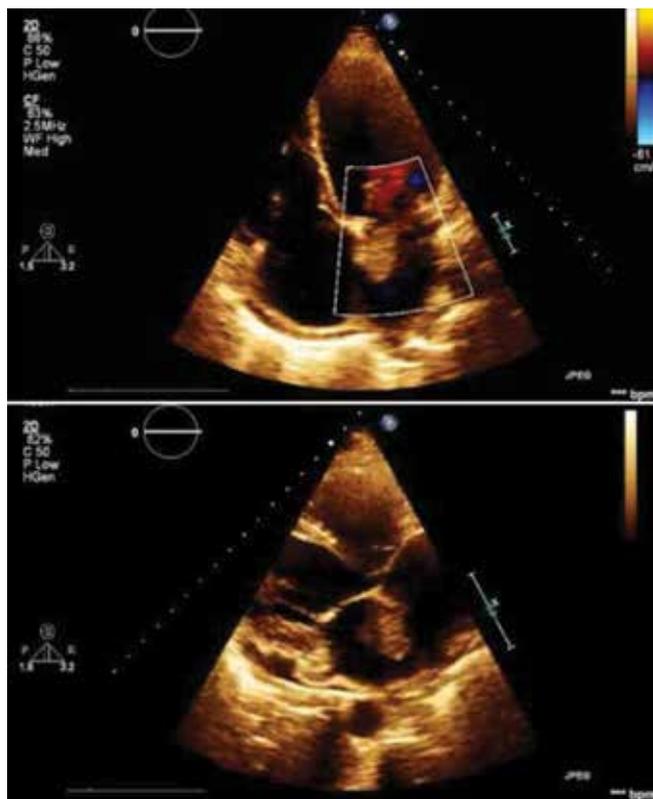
Ecocardiograma transesofágico a revelar massa na aurícula esquerda, móvel, pediculada ao septo interauricular
